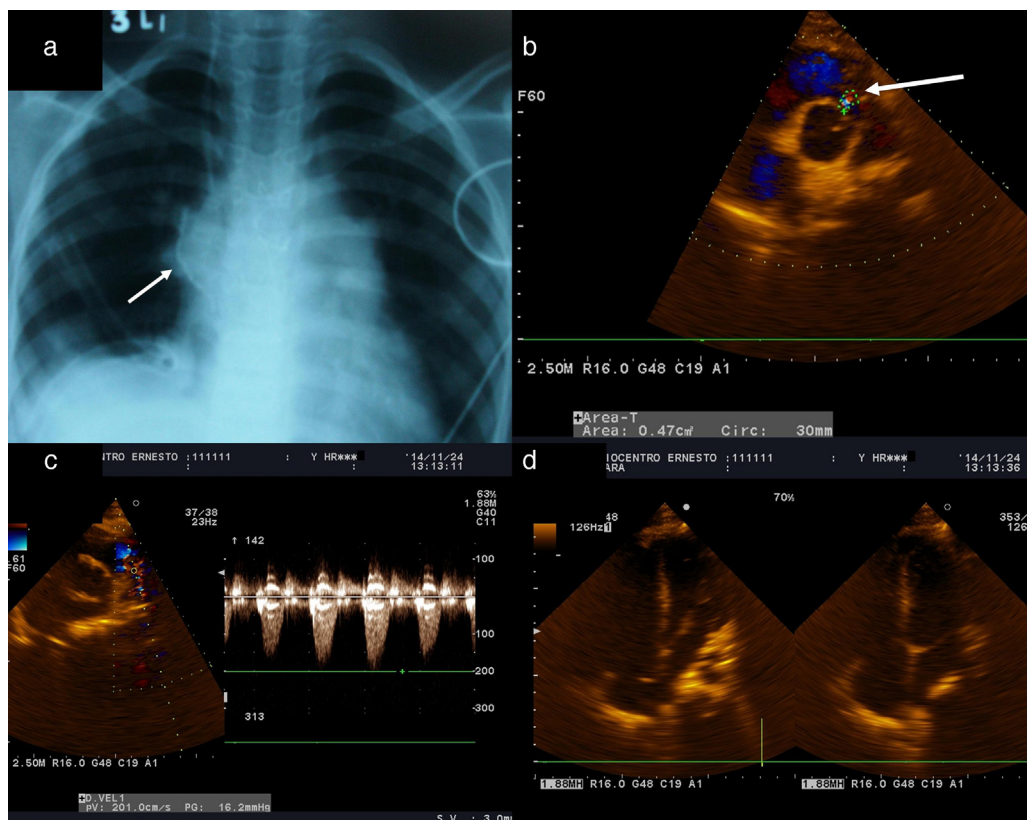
a) En la radiografía de tórax se observa la reexpansión de los lóbulos superior y medio del pulmón derecho. b-d) En la ecocardiografía de control se puso de manifiesto un buen cierre y apertura de los neovelos pulmonares, así como la presencia de estenosis e insuficiencia pulmonar ligeras.
